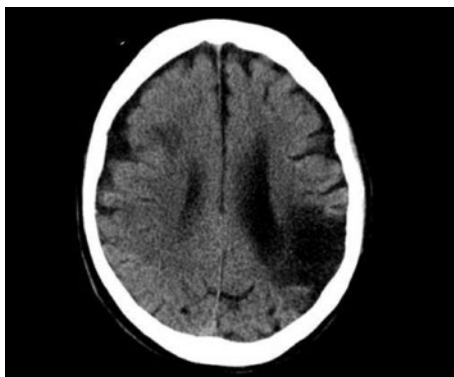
TC de encéfalo simple. Lesión isquémica crónica en territorio de ACM derecha.
